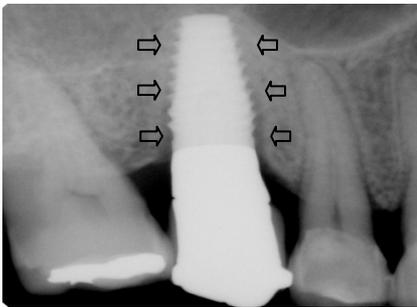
A radiograph of an implant failure due to overload.
